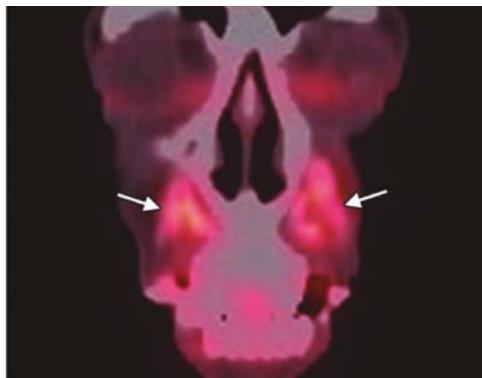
Hidroxiapatita cálcica. Coronal. La imagen de FDG-PET muestra un aparente hipermetabolismo en el sitio de los rellenos, lo que puede ser un hallazgo falso positivo para la enfermedad maligna (flechas)¹¹.
